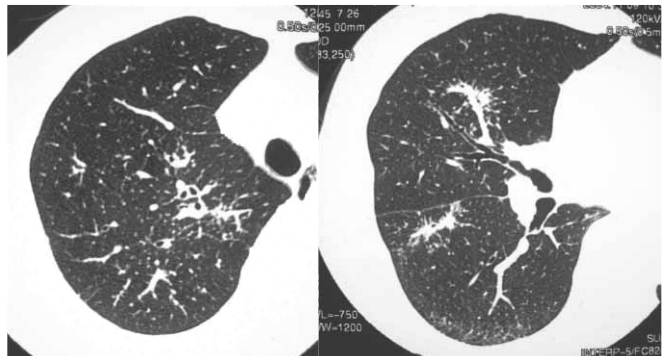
Chest HRCT showed multiple nodular shadows and peribronchovascular interstitial thickening.
